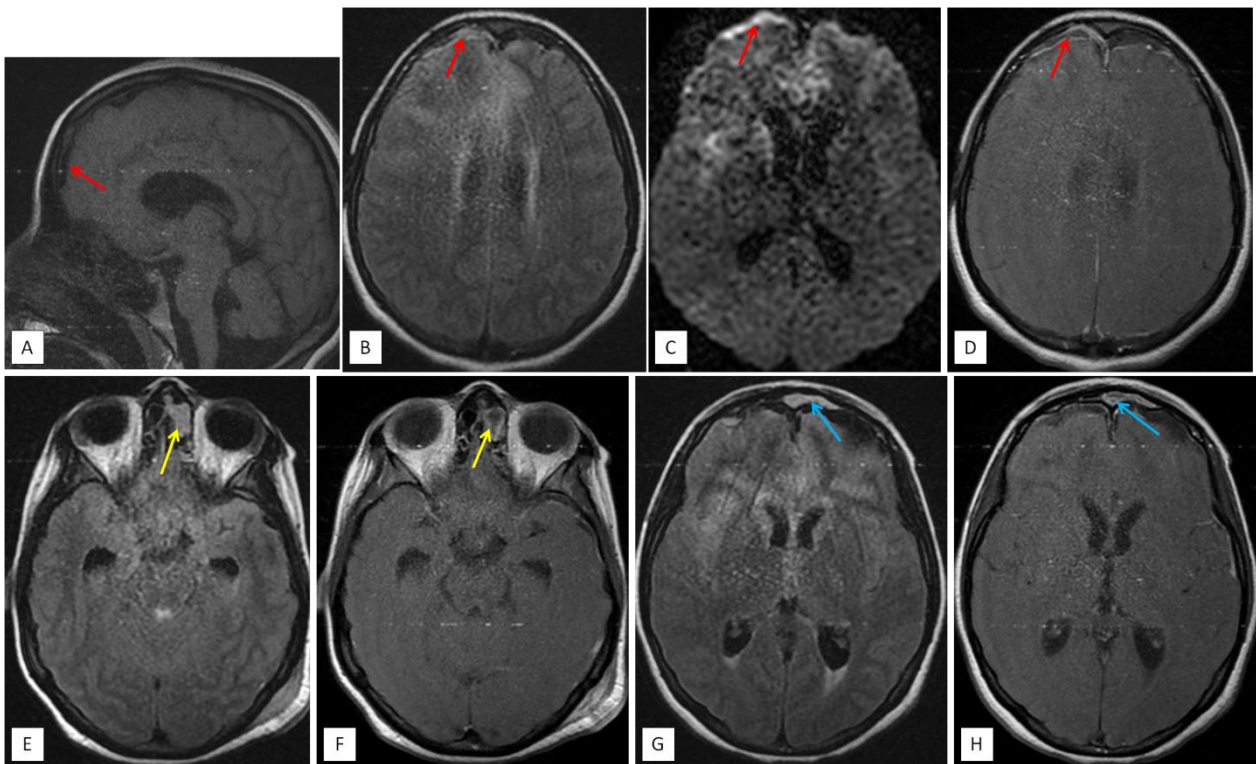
L'IRM cérébrale objective la présence d'une fine collection sous durale frontale en bilatéral plus marquée à droite (flèches rouges) décrites en hyposignal T1 (coupe sagittale : A), hypersignal T2 et FLAIR (coupe axiale : B), restrictives en diffusion (coupe axiale : C), les parois de ces collections sont rehaussées après contraste (coupe axiale : D). Avec présence d'un comblement partiel liquidien des cellules éthmoïdales (flèches jaunes : E, F) et du sinus frontal (flèches bleues : G, H) gauches à parois rehaussées après contraste (F, H).
